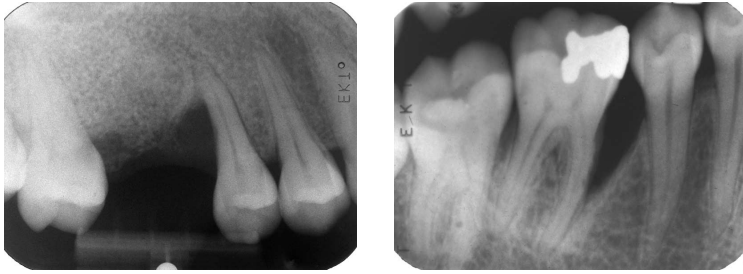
Pat A. Röntgenstatus efter slutförd parodontal och protetisk behandling.
